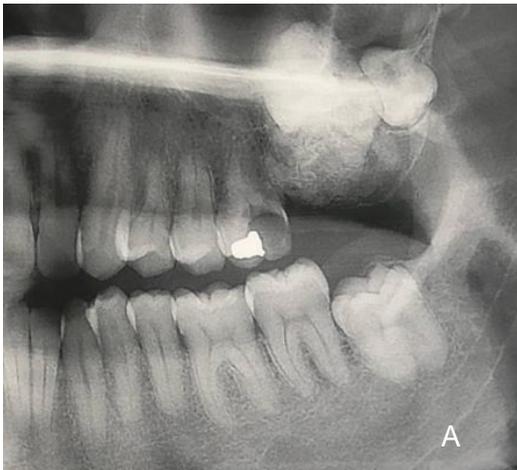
A. Radiografía inicial B. Radiografía final
